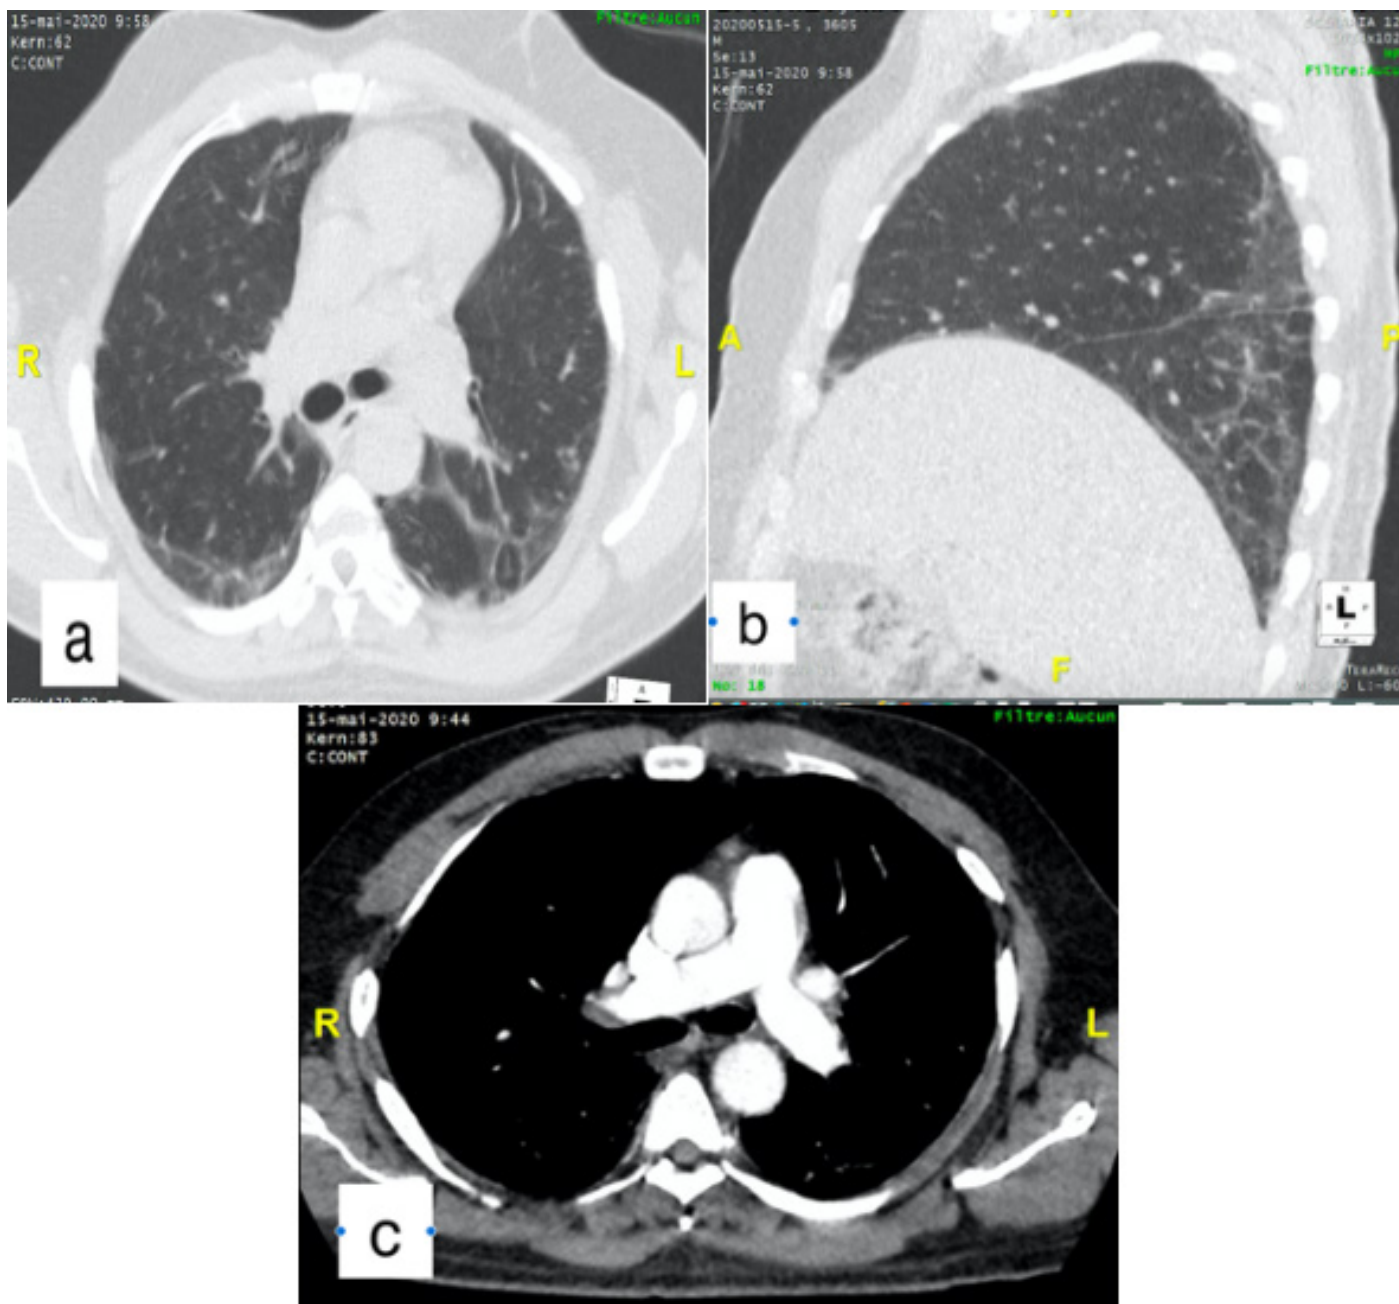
TDM thoracique avec injection de produit de contraste. (A) coupe axiale en fenêtre parenchymateuse, montrant la régression de la condensation laissant place à de discrètes opacités sous pleural en verre dépoli; (B) fenêtre pulmonaire reconstruction sagittale, démontre aussi la régression des lésions; (C) fenêtre médiastinale perméabilisation des artères pulmonaires
